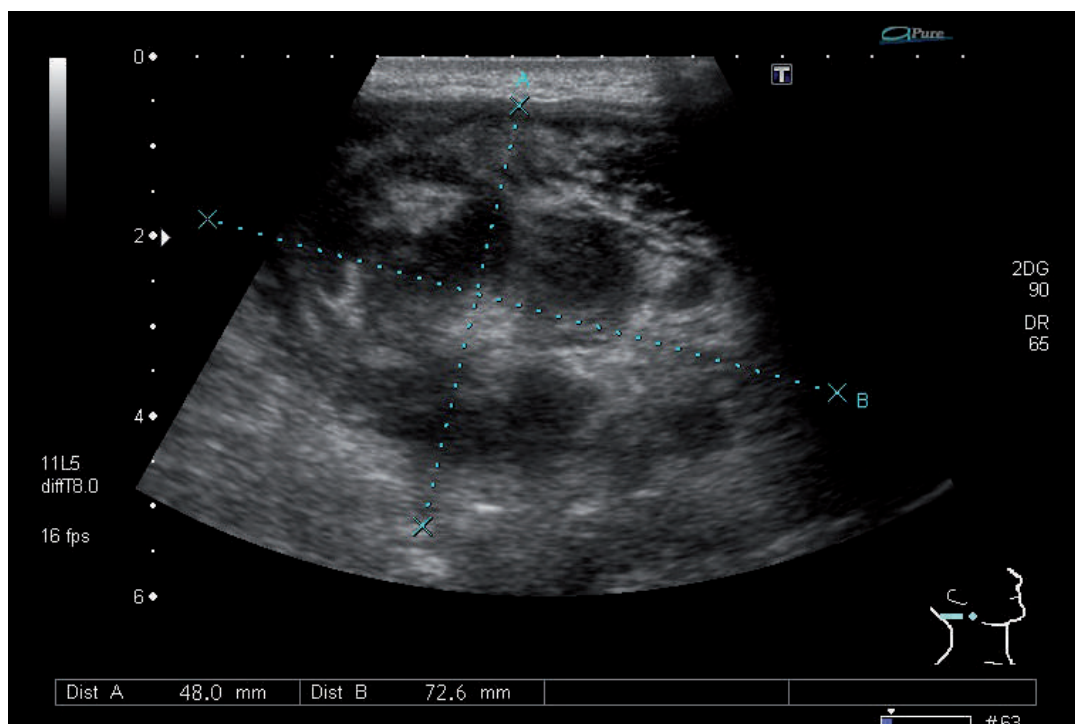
Ecografía cervical: conglomerado adenopático cervical de naturaleza heterogénea.
